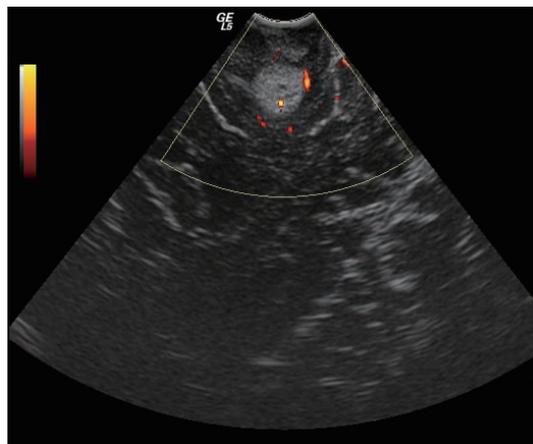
术中超声显示切除术仍有少量残留，仍需进一步切除
